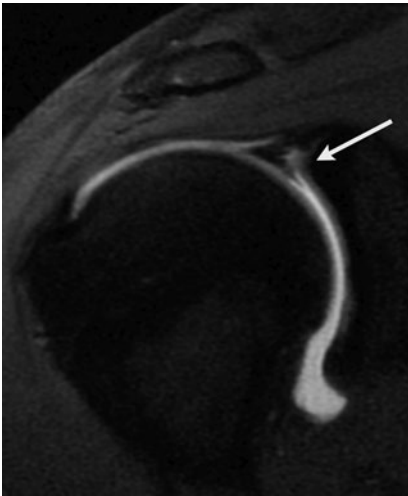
▲ MRT einer Werferschulter mit Superior-labrum-anterior-to-posterior (SLAP)-Läsion (Pfeil)
